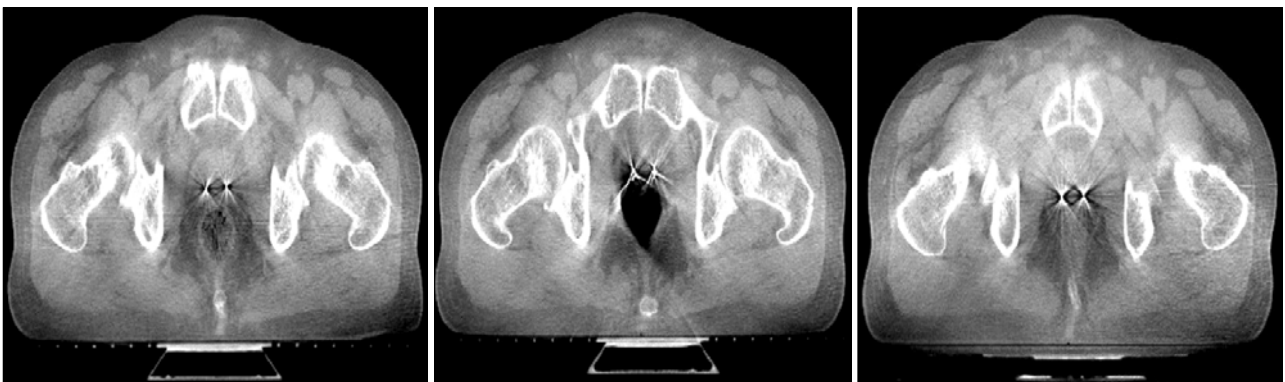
Observe the rectum volume on CBCT.
